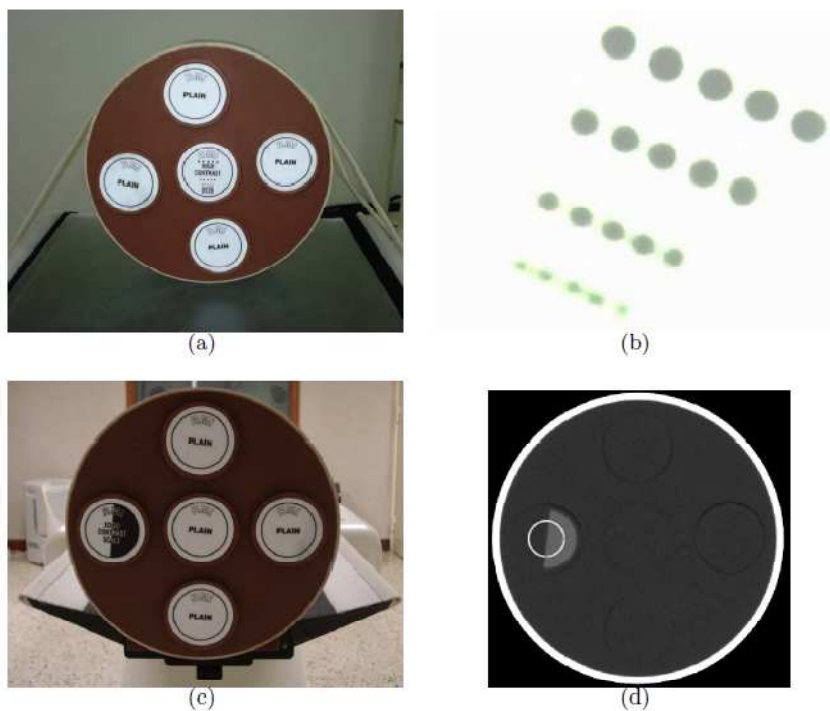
Resolución a alto contraste: (a) Inserto “HIGH CONTRAST RESOLUTION”, colocado en la cavidad central del maniquí RMI región cabeza (b) Imagen TC del inserto “HIGH CONTRAST RESOLUTION”, la mejor resolución espacial es poder observar la separación de los orificios hasta la tercera fila (c) Inserto “EDGE/CONTRAST SCALE”, en la cavidad izquierda del maniquí RMI región cabeza (d) Imagen TC del inserto “EDGE/CONTRAST SCALE”, se mide el número TC en las dos regiones y se calcula el MTF.[9]
